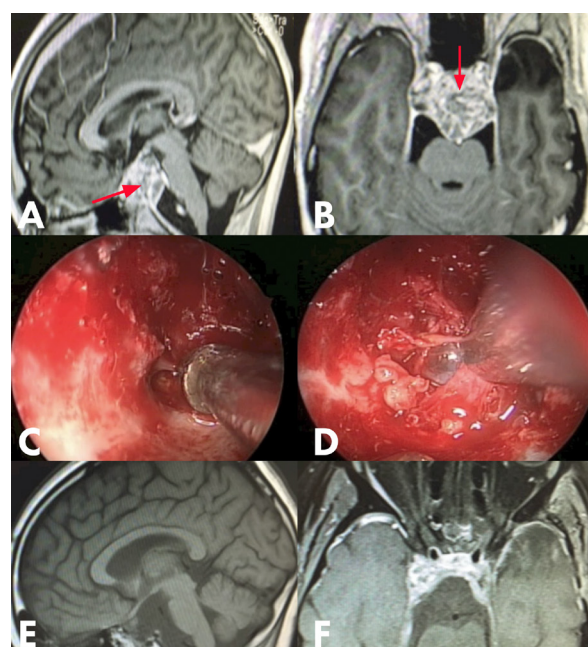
A e B) RM com gadolínio em T1 evidenciando massa no clivus superior em contato com a artéria basilar (seta); C e D) abordagem endoscópica endonasal extendida com o auxílio de neuronavegador; E) RM mostrando ressecção total do componente clival do cordoma; F) RM com resultado do segundo tempo sobre o componente intracavernoso mostrando.
